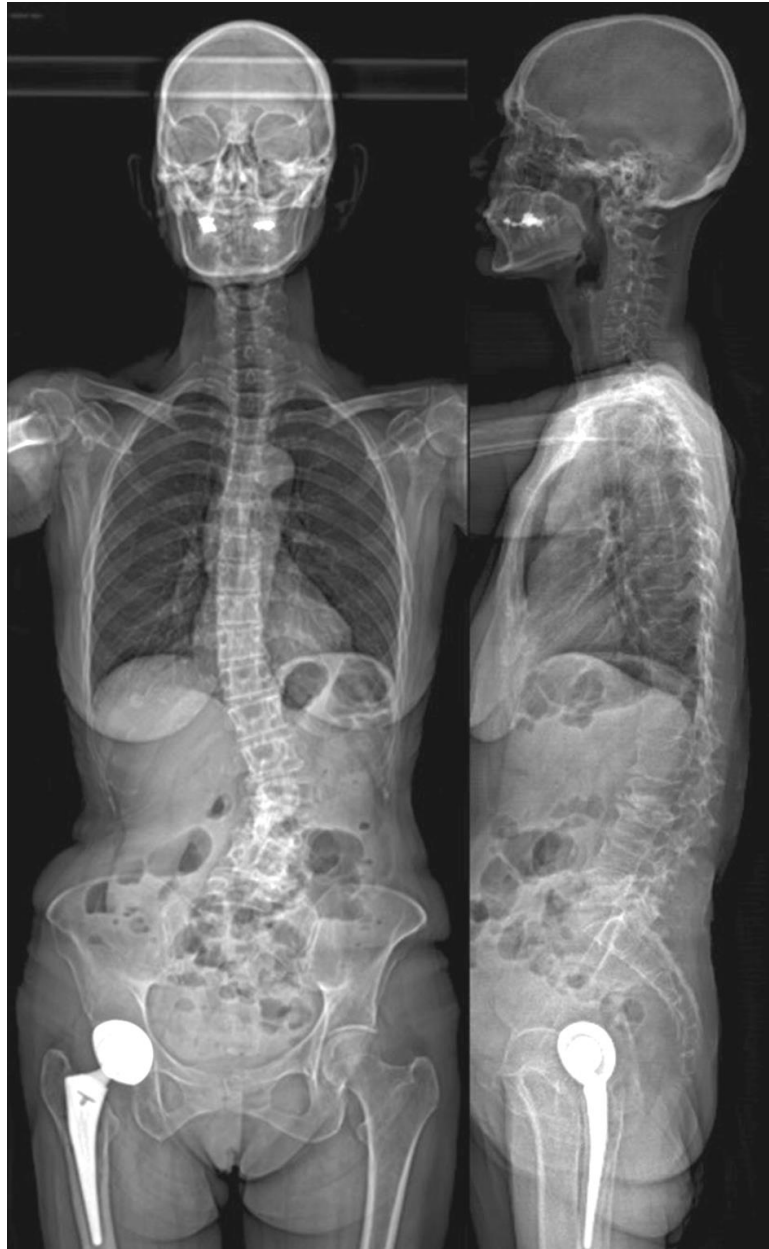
Exemple de radiographie d'un patient avec une analyse difficile du secteur lombo-sacré.
